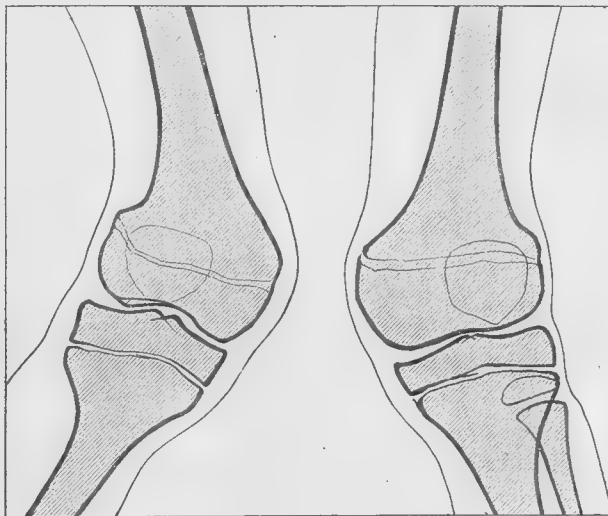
Radiographies de face avant l'intervention.
